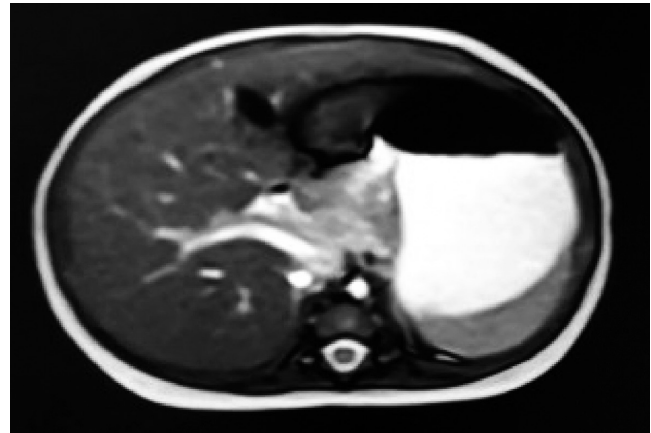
Colangiorresonancia.
